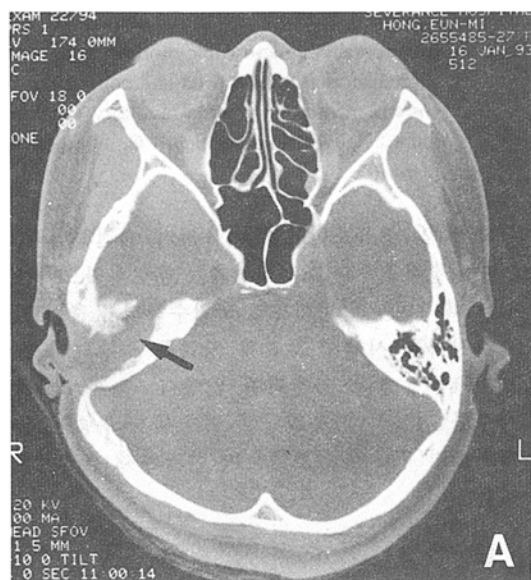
Postoperative state of petro-mastoidectomy state Axial(A), Coronal(B) temporal bone CT in case II.
